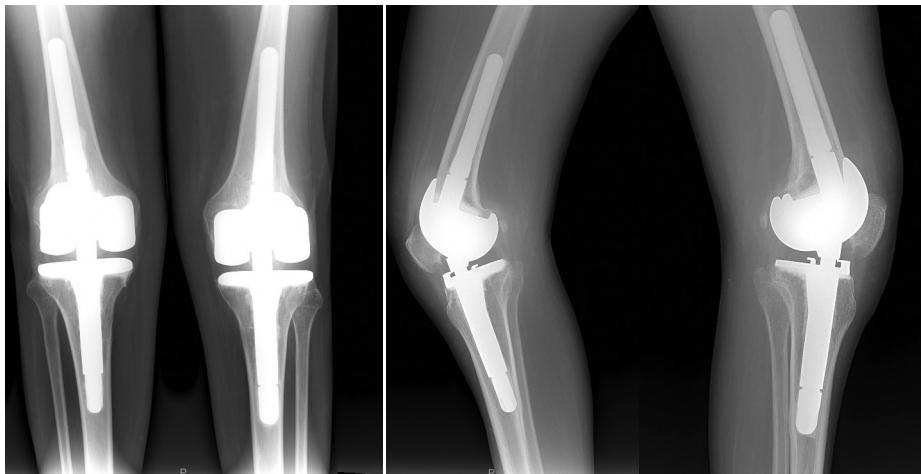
Рентгенограммы через 4 года с момента второго этапа операции
